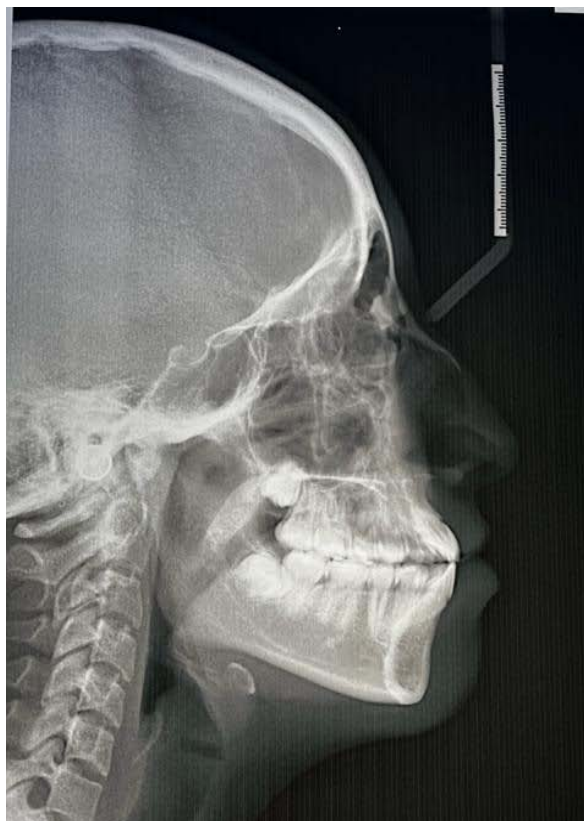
Radiografía lateral de cráneo, imágenes mixtas compatibles con el sellado en piso del seno maxilar en piso de seno maxilar. Imagen obtenida de C.M.F Sergio Soto Góngora.
